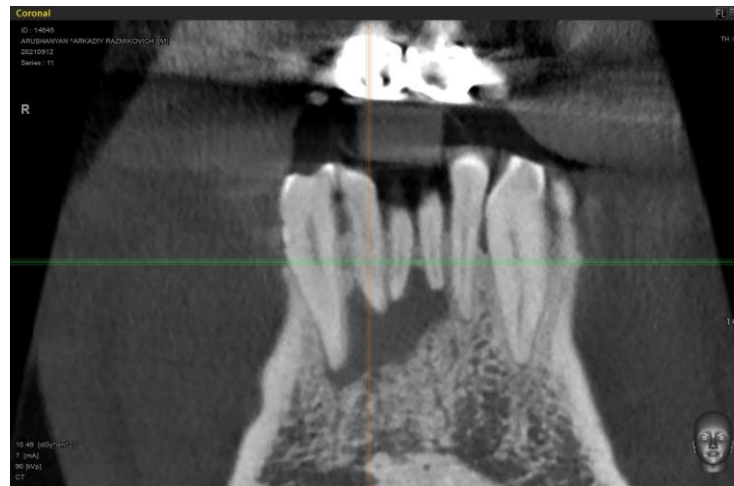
Компьютерная томография. Отмечается очаг разрежения костной ткани с нечеткими неровными контурами в периапикальной области корней зубов 4.3, 4.2, 4.1 и 3.1.
